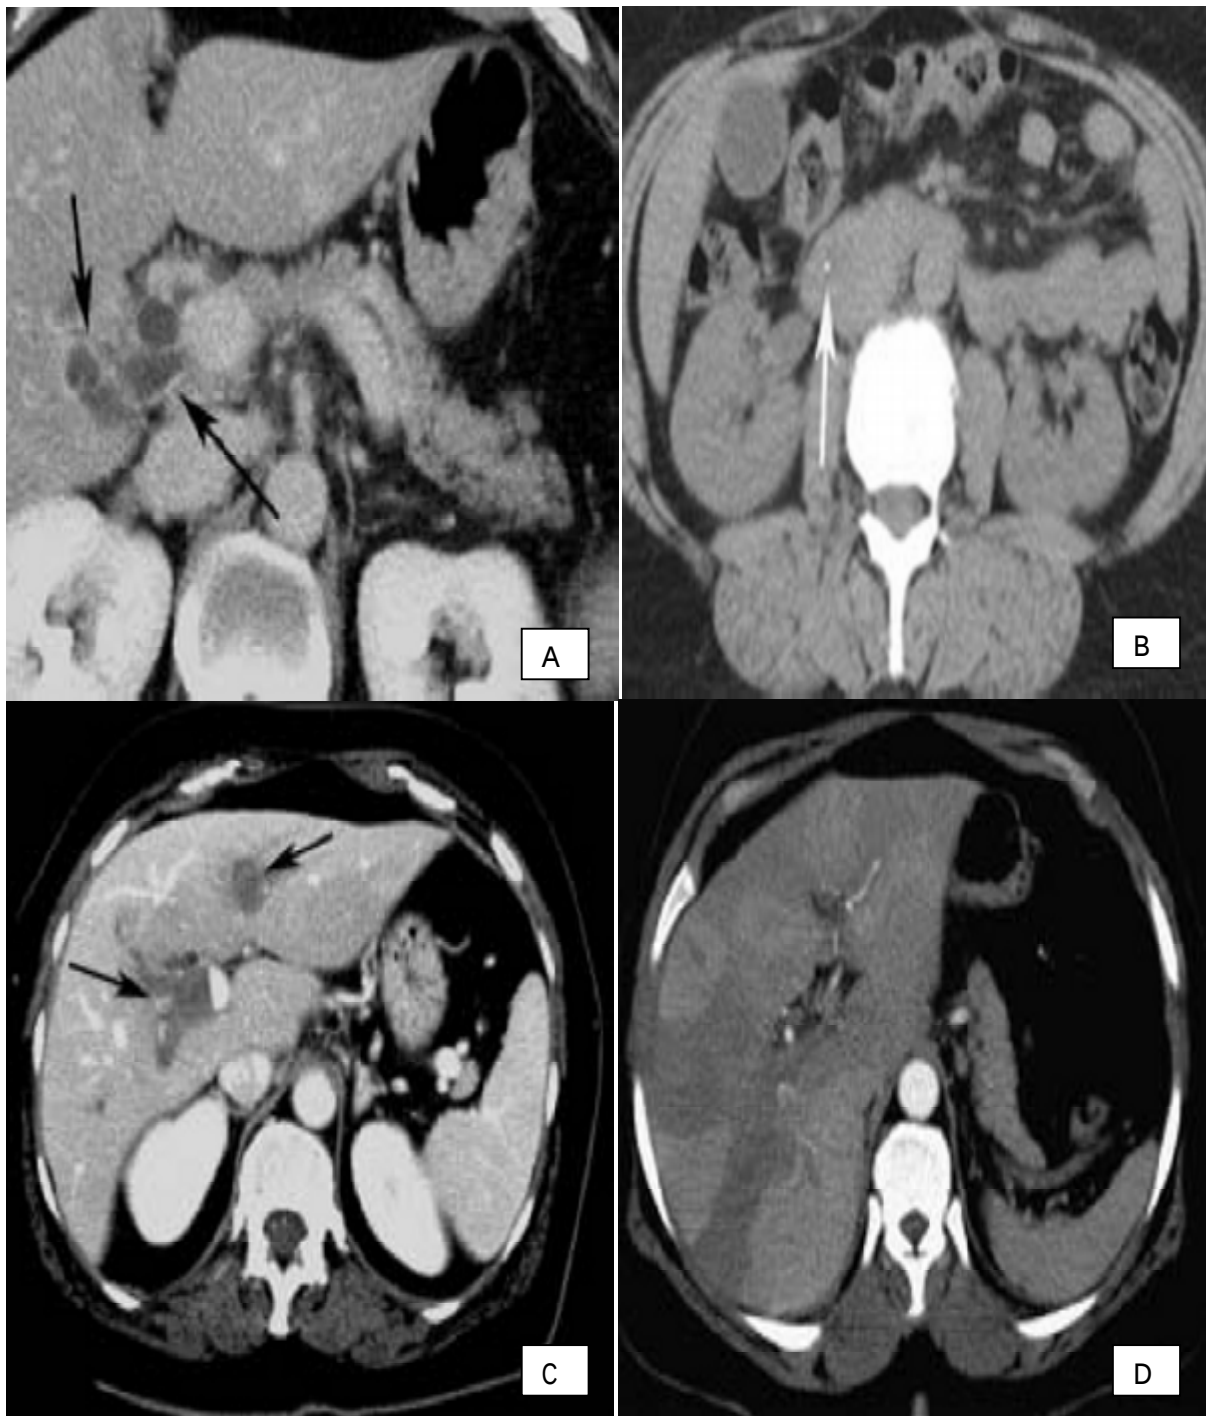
apport de la TDM au cours de l'angiocholite
